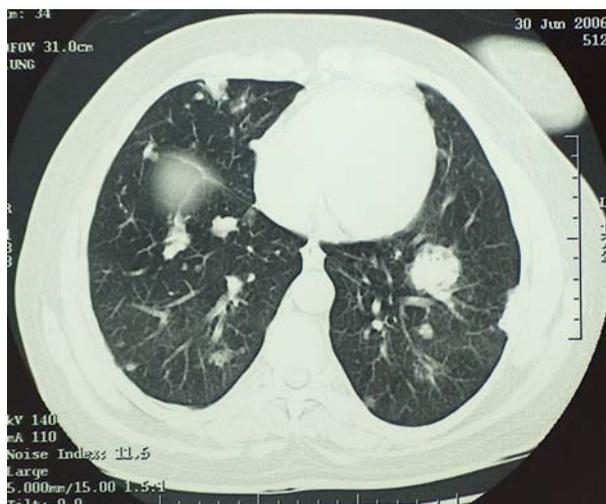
Caso 4: TAC torácica
